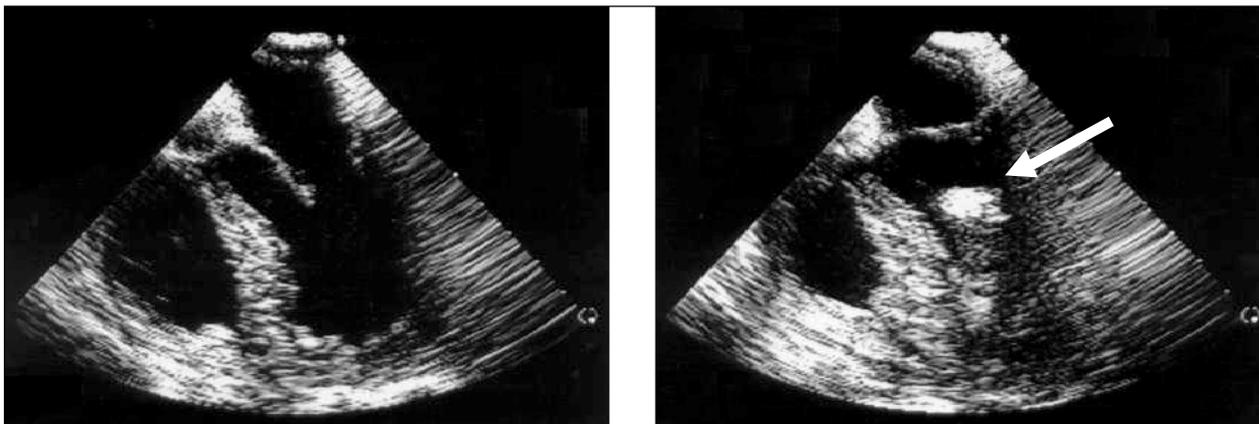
Ecocardiografia transesofágica intra-operatória no plano transverso cardíaco. Pode-se observar o efeito de microbolhas na cavidade ventricular esquerda (seta), decorrente da dissipação do calor do raio Laser ao entrar em contato com o sangue. Essa imagem comprova a criação do canal transmural.
